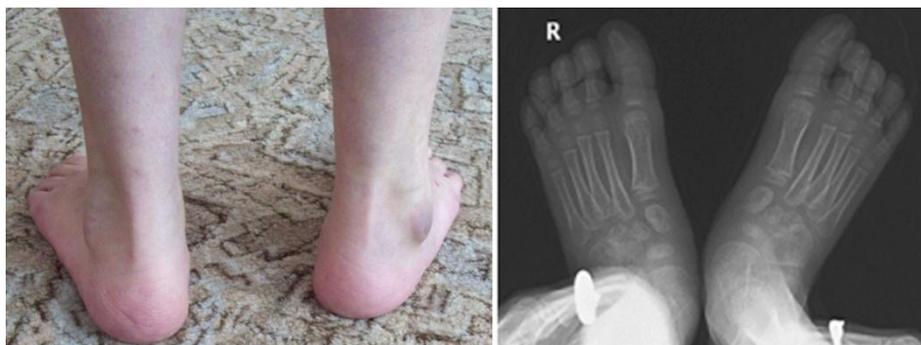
Фото и рентгенограмма стоп после лечения
